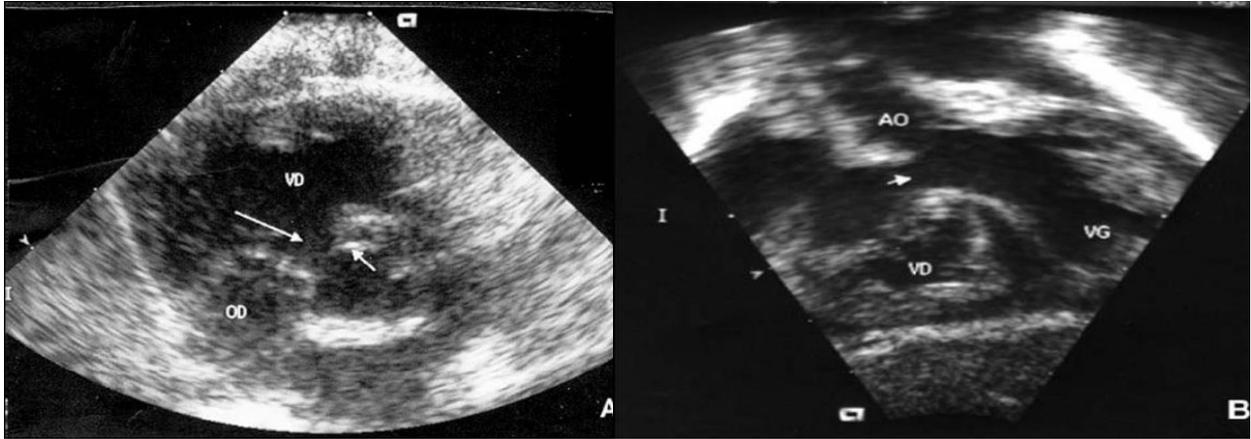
Échocardiographie d'une CIV pérимembraneuse large. [5]
